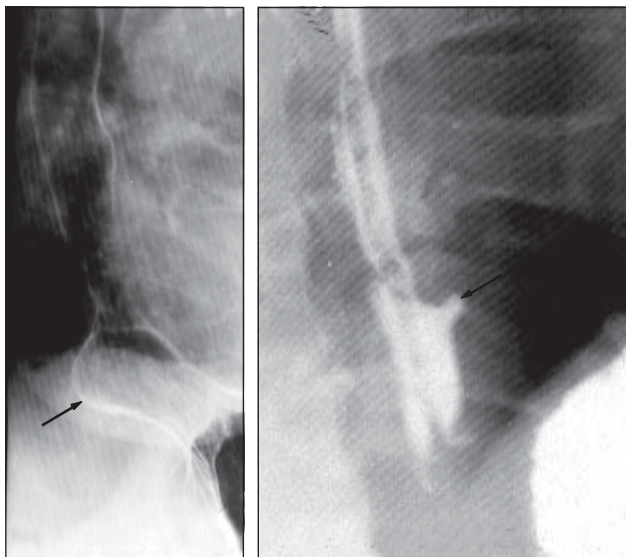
Рентгенограми: а – пульсаційний дивертикул; б – тракційний дивертикул.
